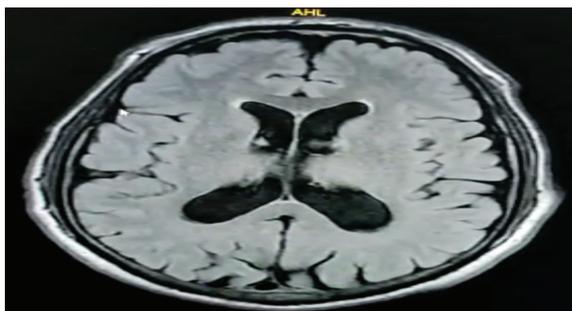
RMN cerebral corte axial secuencia T1.
